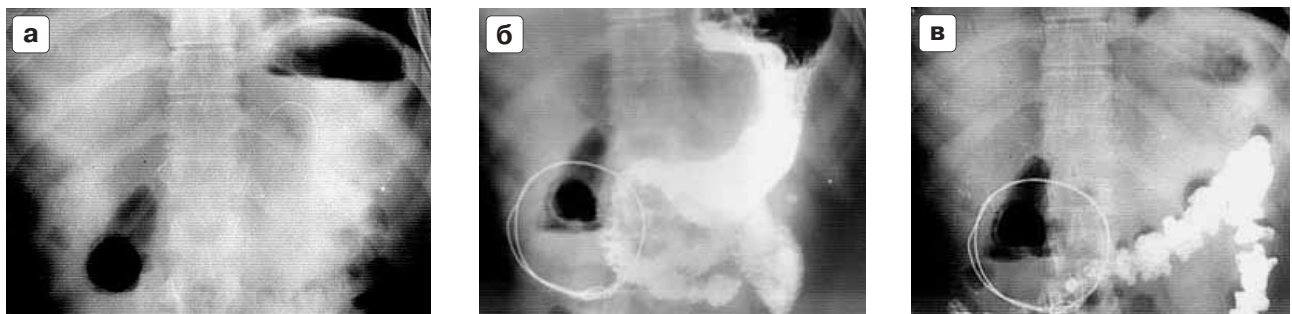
Обзорная прямая рентгенограмма брюшной полости. Эмфизематозный холецистит. а – вертикальное положение больного. Определяется газ в просвете желчного пузыря, повторяющий его форму. б – при контрастировании желудка доказано расположение газа вне просвета двенадцатиперстной кишки. Отчетливо определяется цепочка мелких газовых образований кнаружи от газа в просвете пузыря в проекции его стенки – интрамуральный газ. в – исследование через 24 ч. Контрастирована поперечная ободочная кишка с дугообразным смещением ее правой половины вниз и спазмом ее в этом отделе в связи с давлением паравезикального инфильтрата. Металлическое кольцо, видимое на снимке, обозначает локализацию и размеры инфильтрата.
